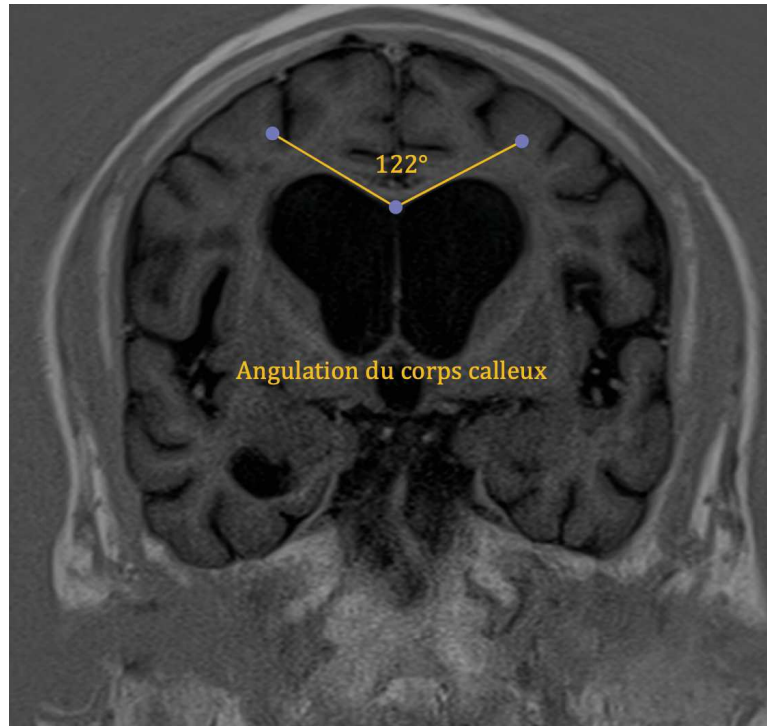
Méthode d'évaluation de l'angulation du corps calleux sur une IRM cérébrale en coupe coronale, séquence T1, en passant par la partie postérieure de la tête des noyaux caudés
